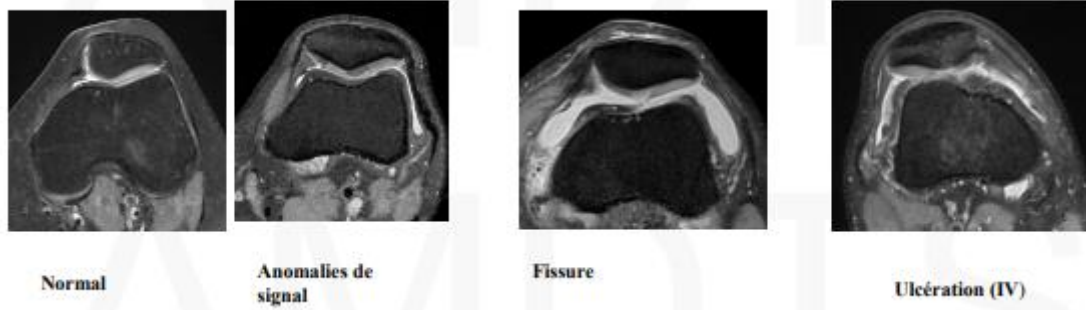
exemple d'image en IRM (81)
